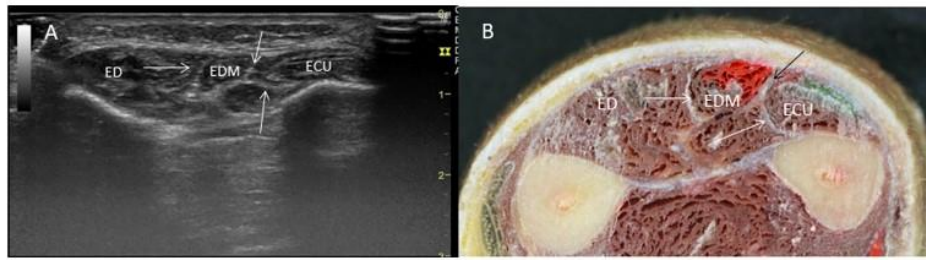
a An ultrasound view, b anatomical cut of the posterior compartment of the forearm. The arrows show the fascia isolating the extensor carpi ulnaris (ECU) and extensor digiti minimi (EDM) from
